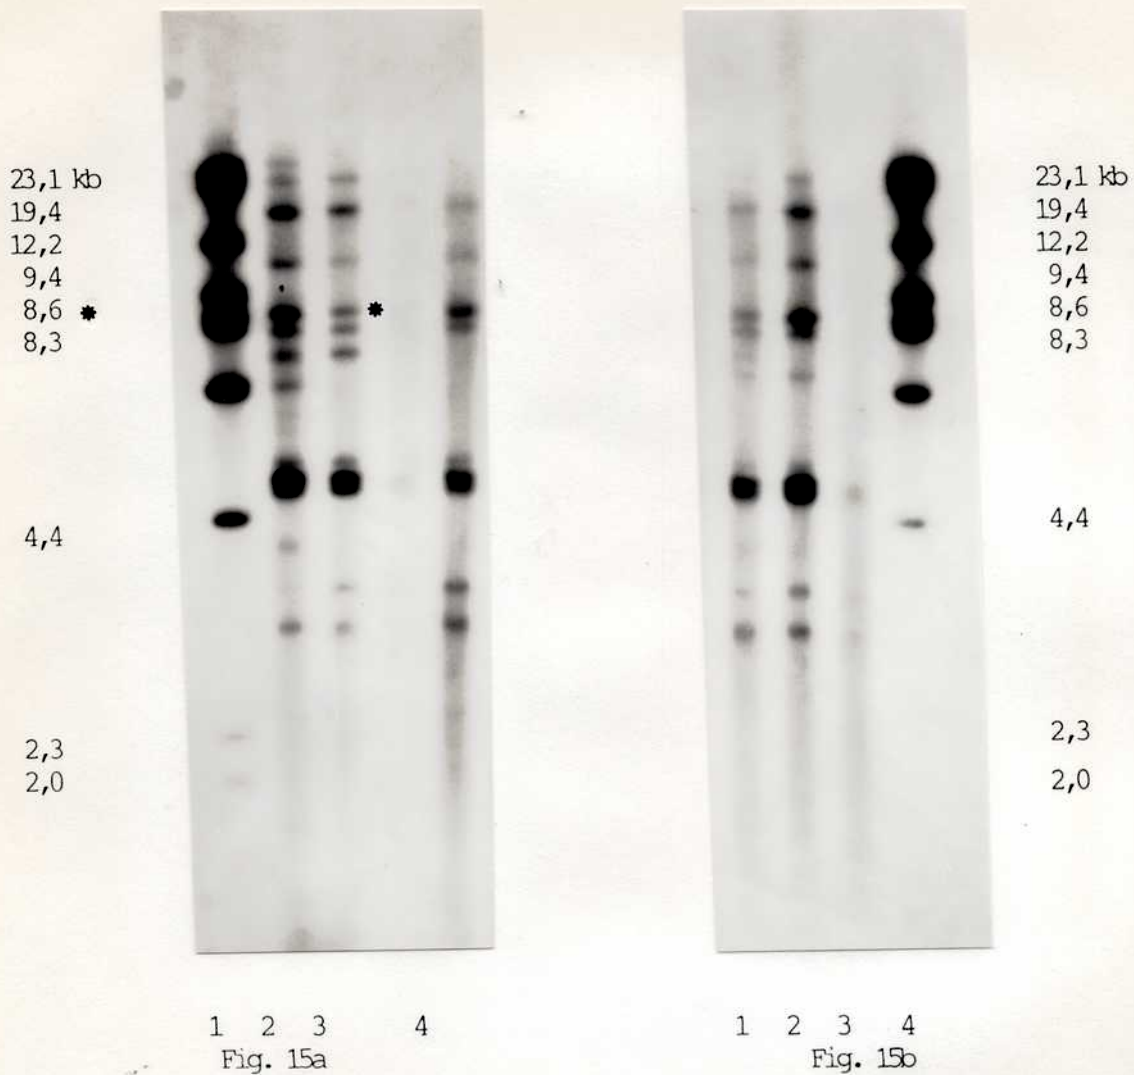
Autorradiografías correspondientes a la hibridación entre Alpha-2-IFN y ADN humano normal, digerido con Msp I
